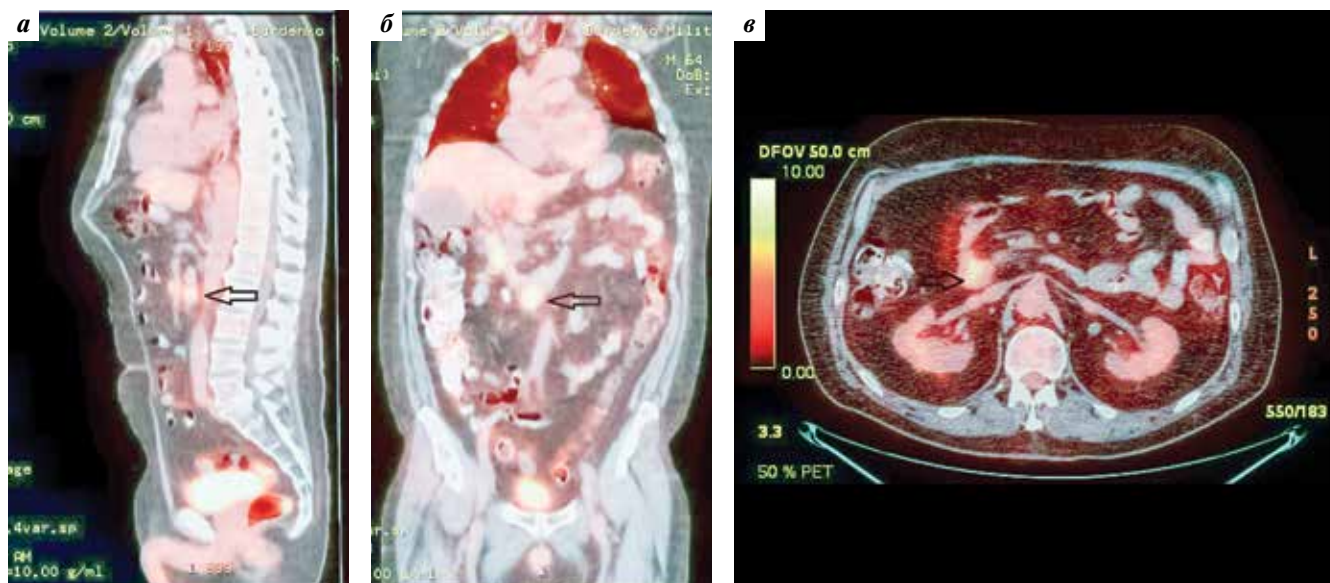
Позитронная эмиссионная томография, совмещенная с компьютерной томографией. При контрольном исследовании на изображениях в коронарной (а), сагитальной (б) и аксиальных плоскостях (в) визуализируется накопление ^{18}F -фтордезоксиглюкозы в узловом образовании двенадцатиперстной кишки/головке поджелудочной железы (стрелка). Размеры и интенсивность узлов по сравнению с предыдущим исследованием уменьшились. Сужение просвета кишки не наблюдается
